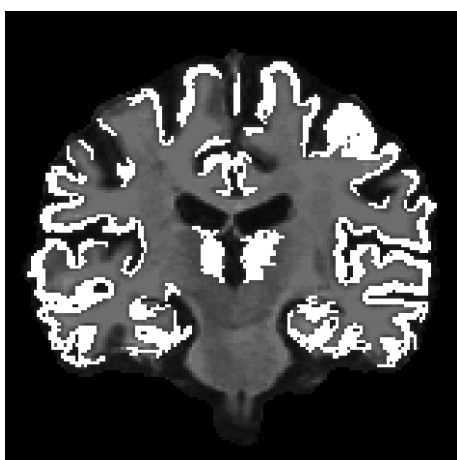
Výsledky segmentace bílé hmoty mozkové na koronárním řezu dat MRI
